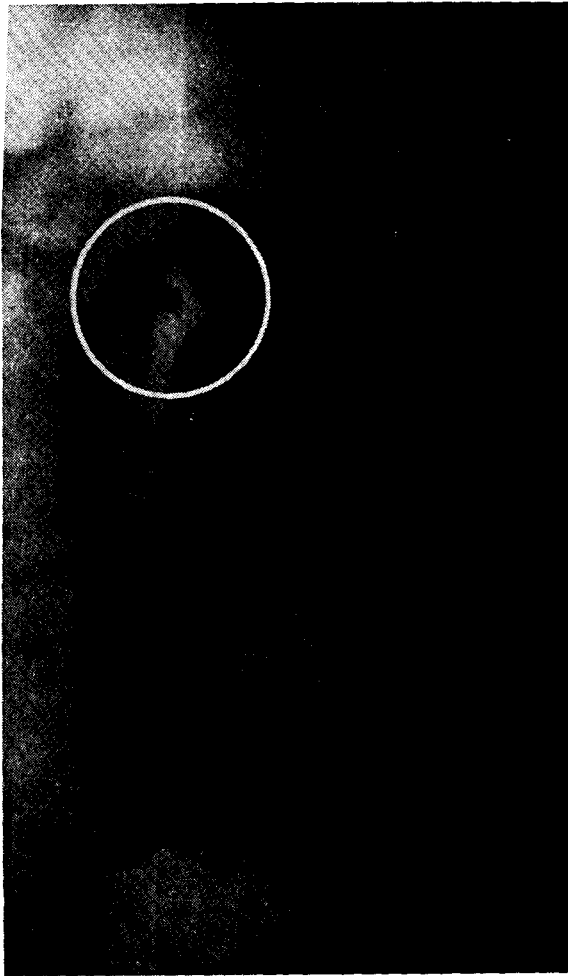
Две типичные комбинации рентгенологических признаков, свидетельствующих о наличии язвы в области луковицы: а) спастический желудок, луковица деформирована, с отчетливой нишей, б) гипотонический желудок, луковица расправленная, со скрытой нишей в проекции epifase.
